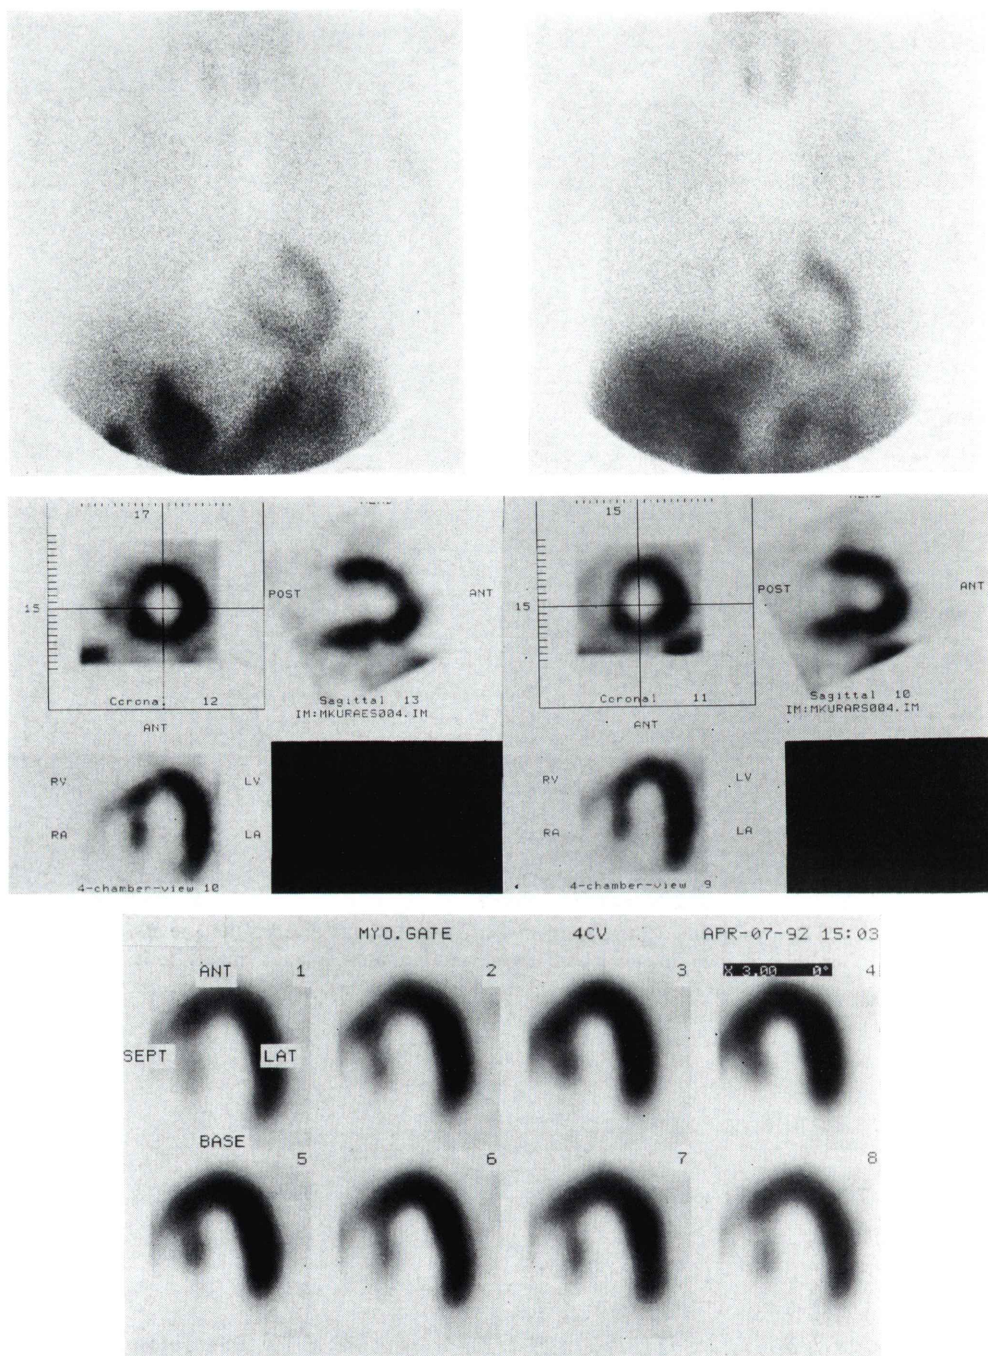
^{99m}Tc -tetrofosmin myocardial scintigraphy in Apr. 7, 1992 (after operation). Left upper: exercise planar image. Right upper: reinjection planar image at rest. Left middle: exercise SPECT images. Right middle: reinjection SPECT images at rest. Lower: Gated SPECT images of 4 chamber view. These images show neither perfusion defect nor filling-in in the antero-septal and apical region.
